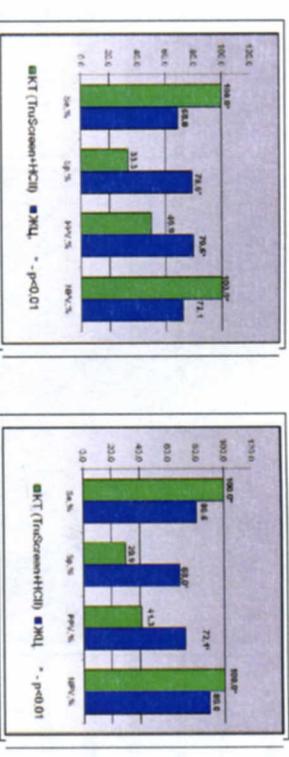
Сравнение характеристик ЖЦ и КТ (TruScreen+HCPI) в диагностике SIL и H-SIL
